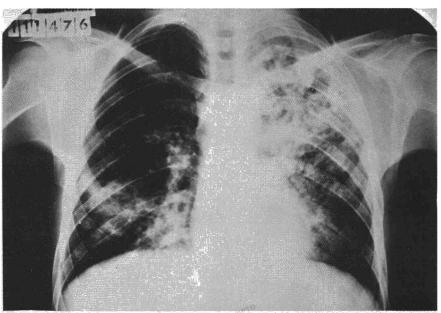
Radiografía (P.A.) de tórax, realizada a un enfermo diabético a su ingreso y en quien se diagnosticó por primera vez una tuberculosis pulmonar.
